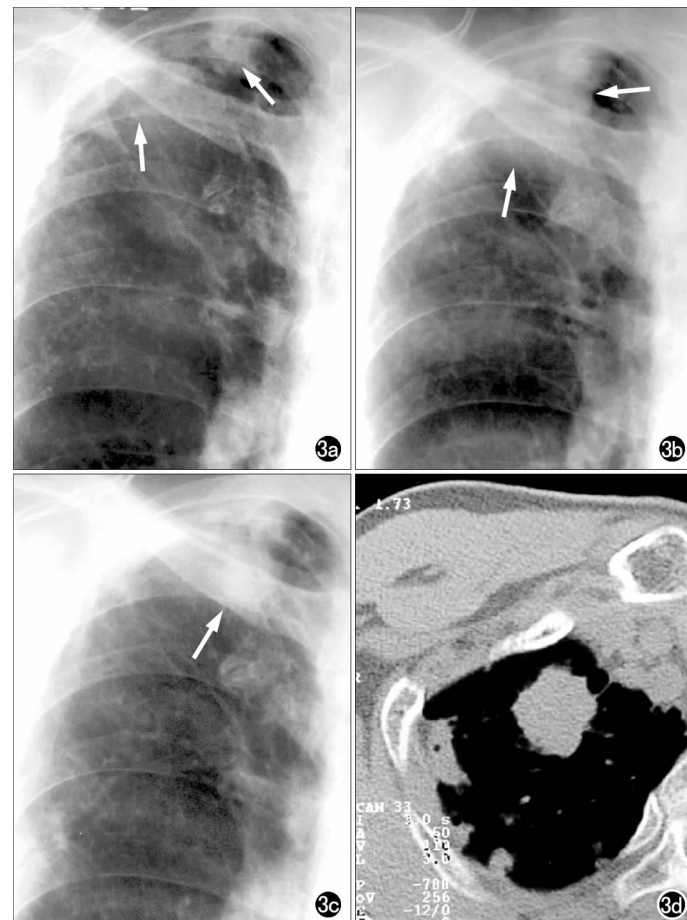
右肺尖腺癌。a) 胸片示右肺尖多个结核硬结钙化灶 (箭) 已多年; b) 1 年后胸片示边界不清的致密影 (箭); c) 20 个月后又发展为一直径 18 mm 大小的小肺癌 (箭); d) 20 个月后 CT 平扫显示更为清晰。
